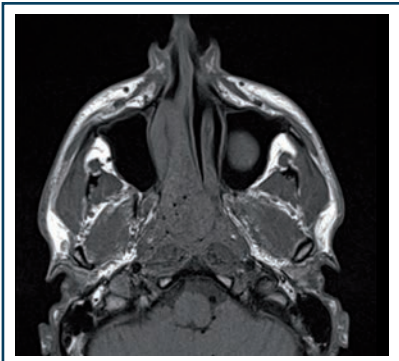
IRM coupe axiale séquence T1 de l'angiofibrome apparaissant en isosignal par rapport au parenchyme cérébral et au muscle.
